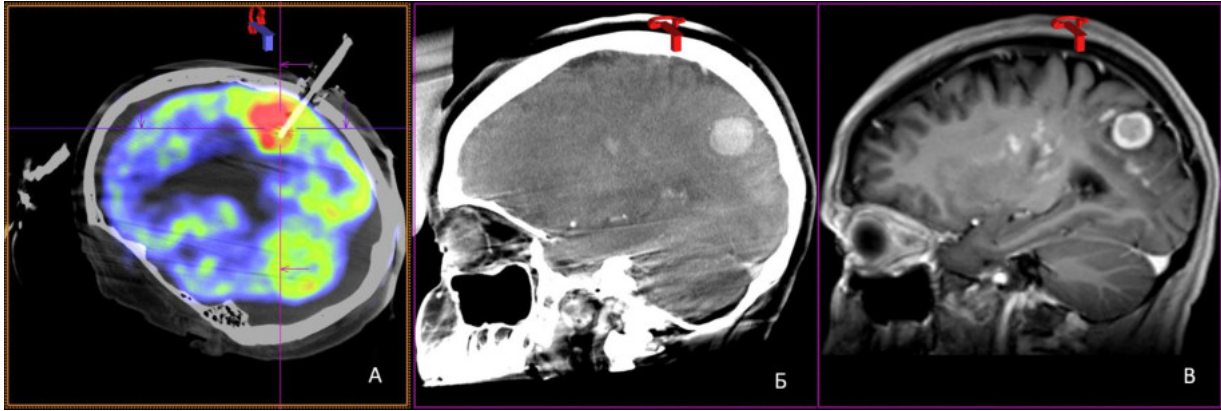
А — проведение СТБ опухоли головного мозга с использованием технологии слияния двух массивов данных — данных интрапроцедурной ПДКТ без дополнительного контрастирования и данных ПЭТ-КТ с ^{11}C -метионином. Представлен этап контроля расположения биопсийной иглы в опухоли; Б — визуализация первичной лимфомы головного мозга с использованием интрапроцедурной ПДКТ на фоне внутривенного контрастного усиления (интерстициальная фаза); В — предоперационная МРТ (с многофазным внутривенным контрастированием) того же пациента в режиме Т1
